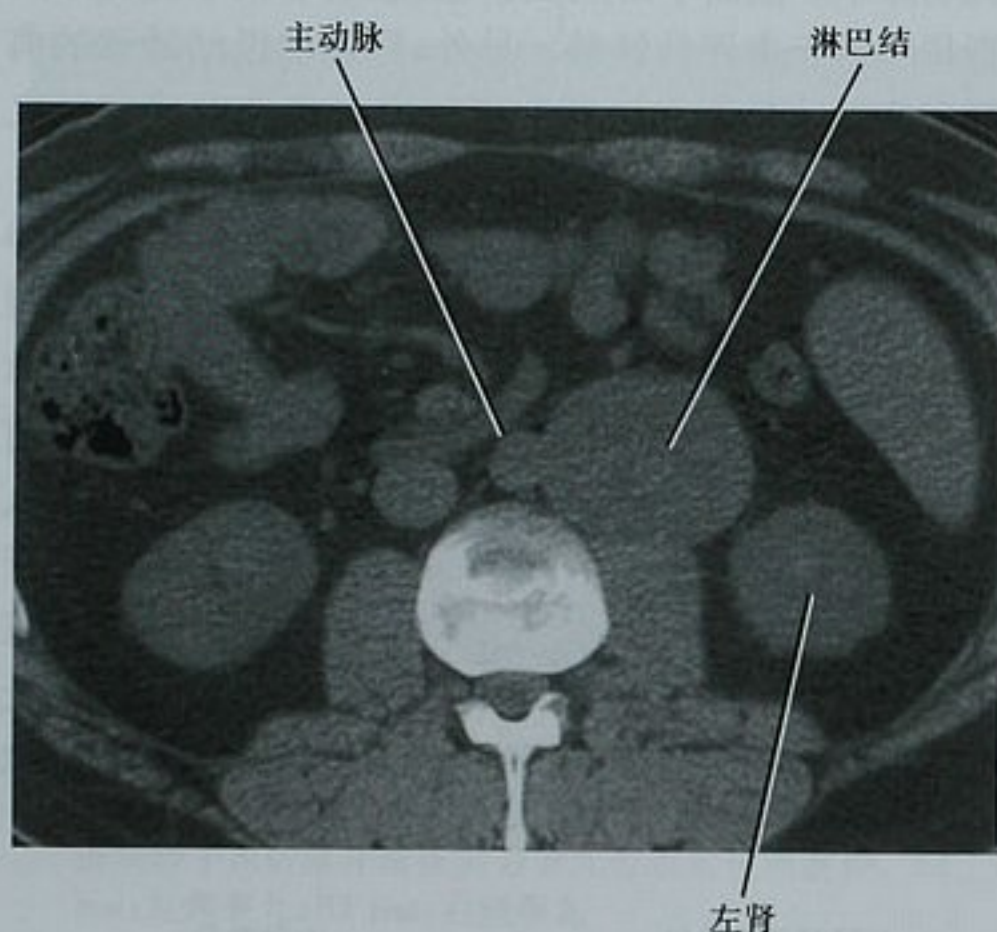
与图 20-51 同一患者的轴位 CT 平扫图像。当放射科医师发现主动脉左侧增大的淋巴结时,说服急诊科医师,建议行睾丸超声检查。超声检查提示睾丸肿块,随后证实为混合型生殖细胞瘤
